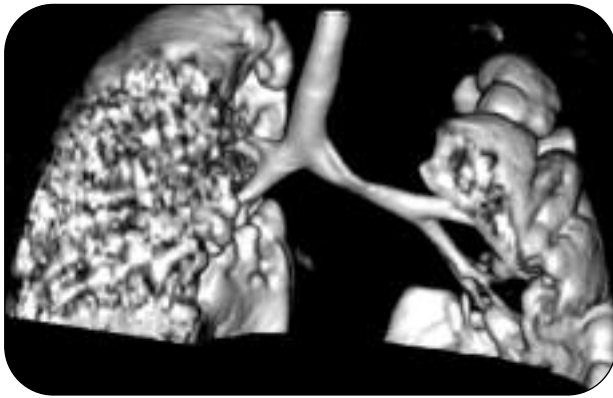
Immagine tratta da una TAC dinamica che mostra una significativa malacia del bronco principale di sinistra.
